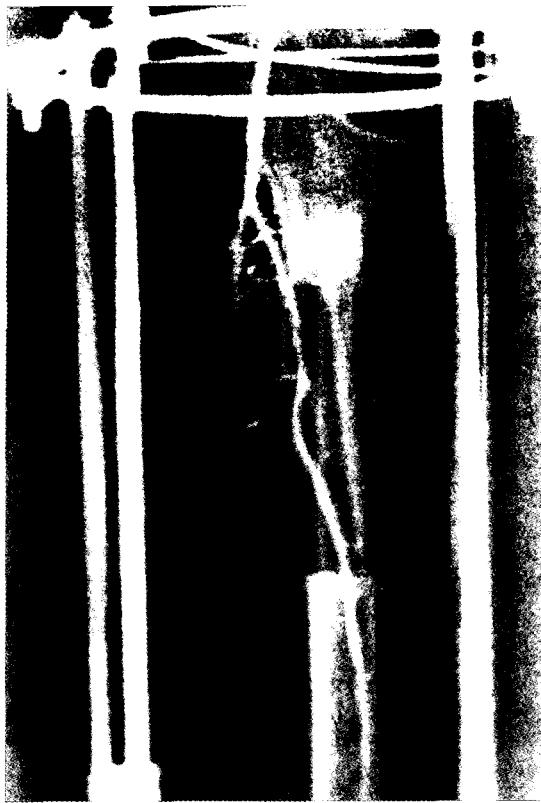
Рентгенограмма нижней конечности больного К. после операции.
